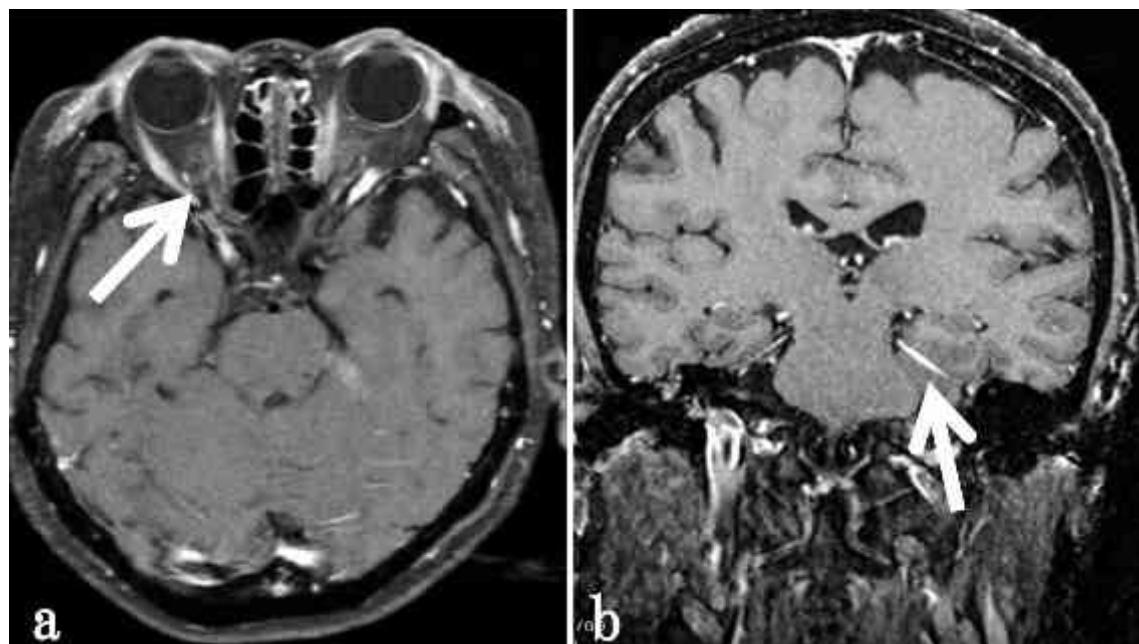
症例 3 の副腎皮質ステロイド投与後の頭部ガドリニウム造影 MRI T1 強調画像。
